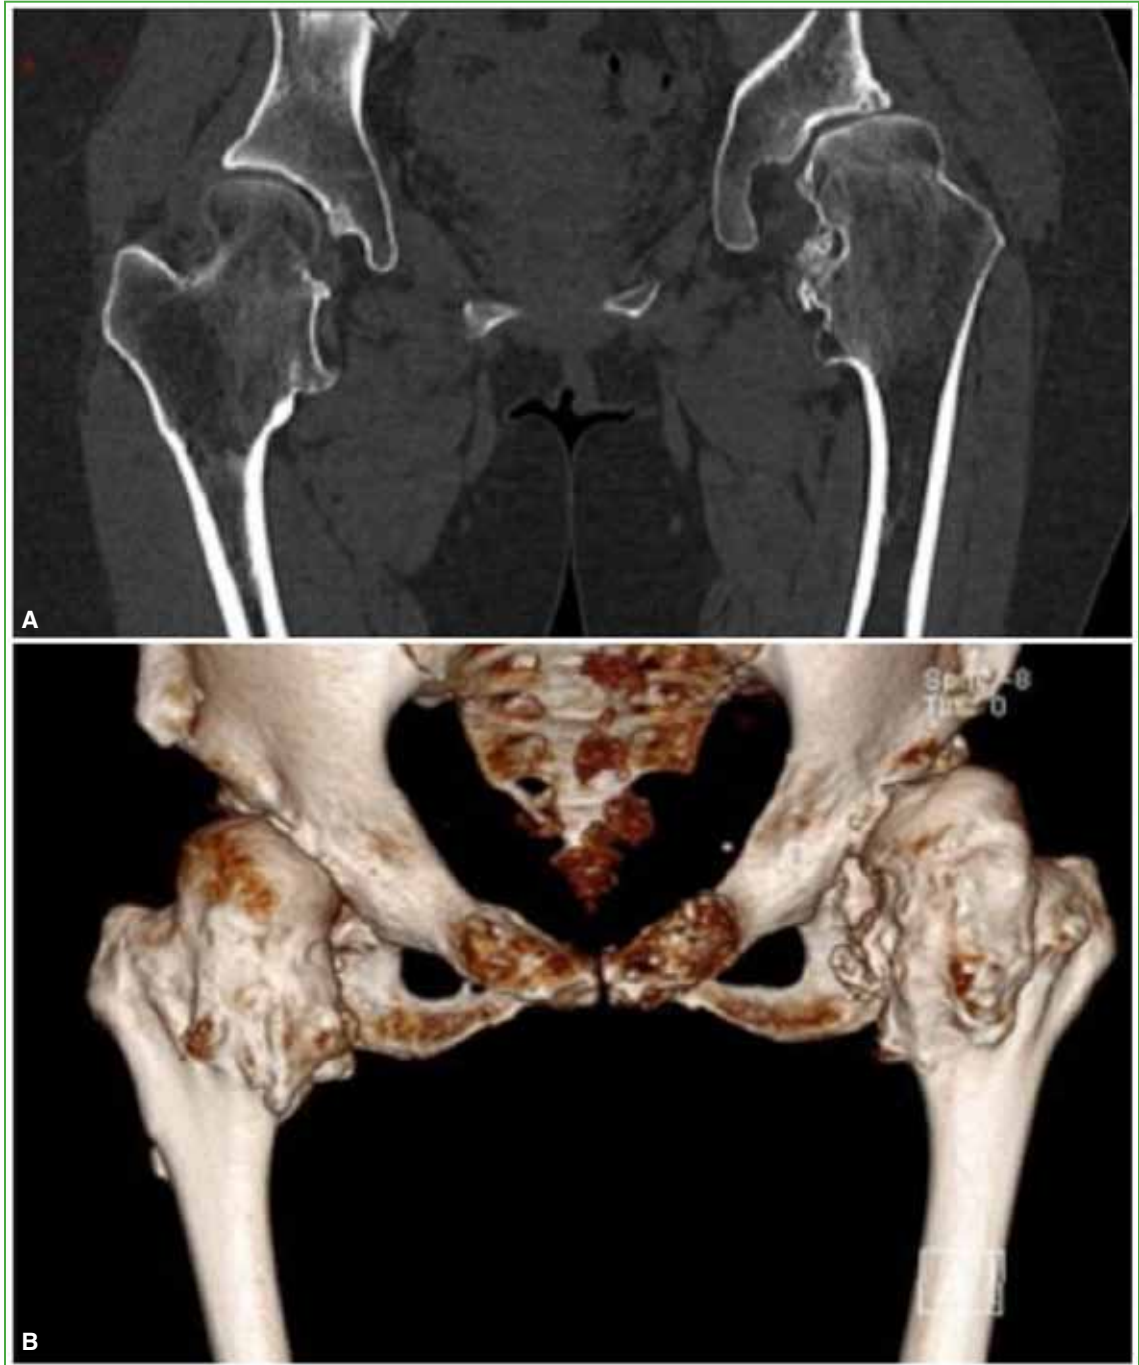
Tomografía computarizada preoperatoria de ambas caderas, corte coronal, para valorar el stock óseo. B. Reconstrucción tridimensional.
